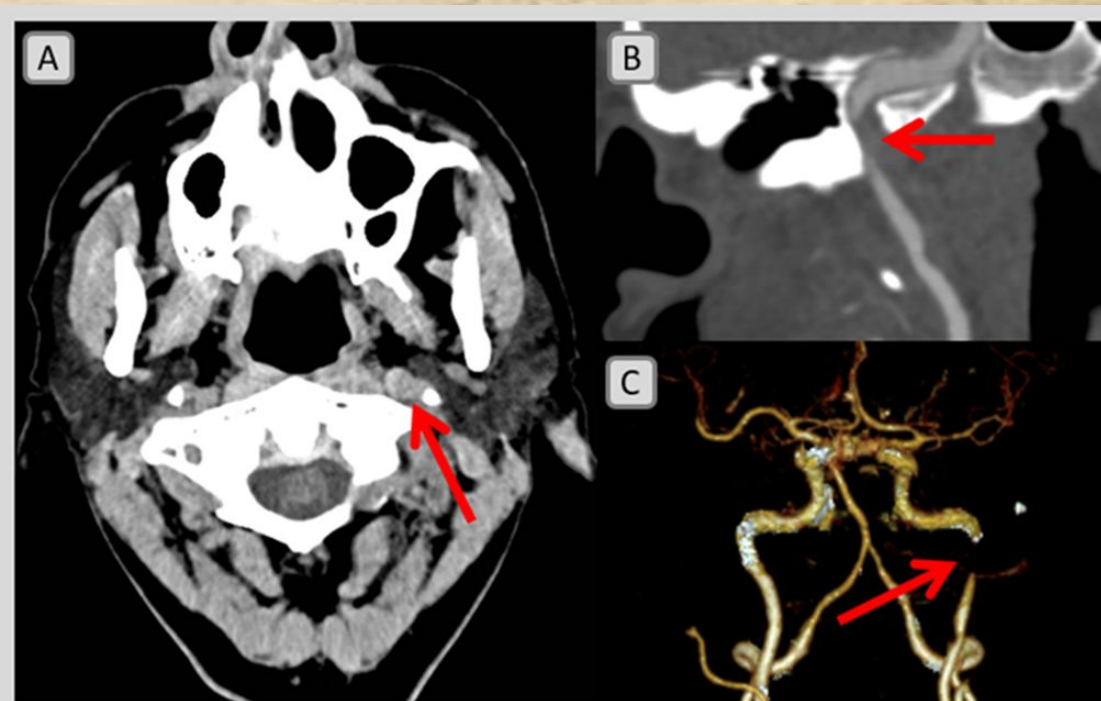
Paciente de 63 años con cefalea y ptosis palpebral tras traumatismo craneoencefálico. Se realizó una TC craneal basal que se informó como normal.
